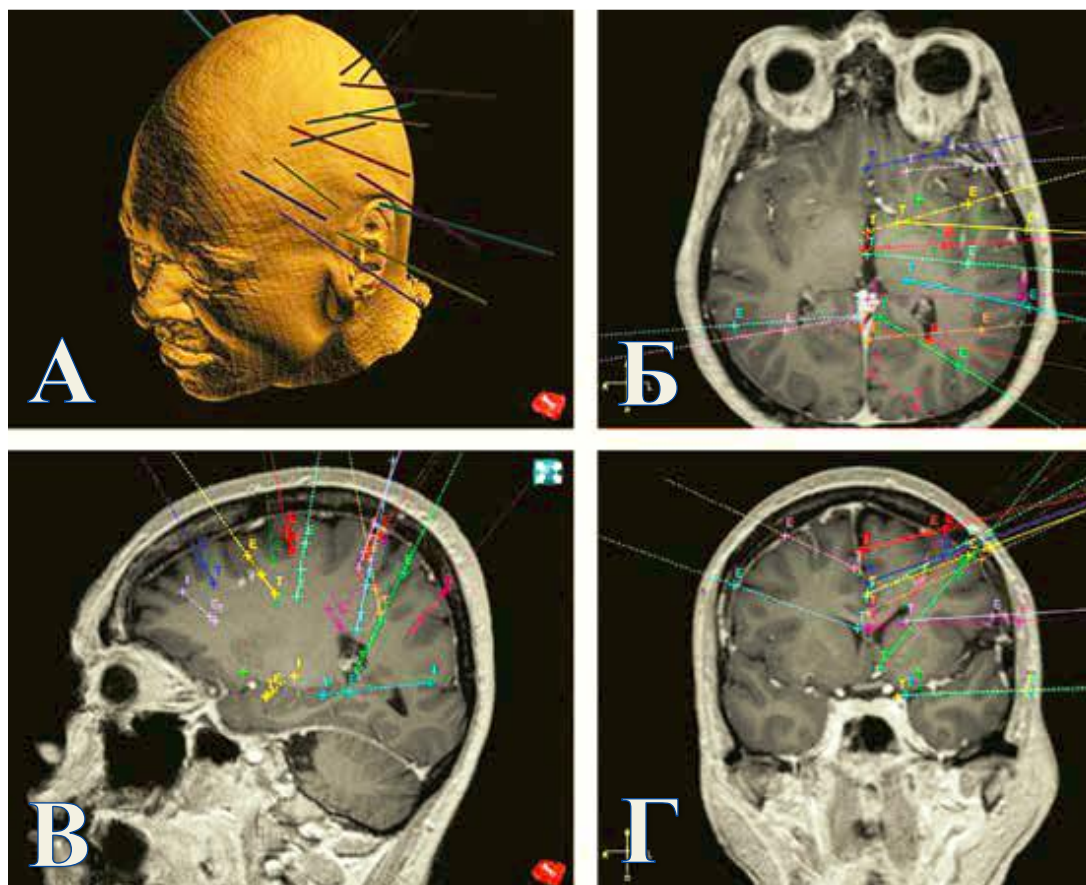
Построение траекторий имплантации 14 электродов для стерео-ЭЭГ мониторинга пациенту с фармакорезистентной МРТ-негативной эпилепсией с использованием роботизированной навигационной системы по данным МРТ: А – трехмерная реконструкция; Б – проекция планируемых электродов на аксиальный срез; В – проекция планируемых электродов на сагиттальный срез; Г – проекция планируемых электродов на фронтальный срез. По данным неинвазивных исследований предположено, что эпилептогенная зона может находиться в левой лобной доле. Для исключения распространения активности из теменной и височной долей по пучкам пропагации запланирована установка электродов в левые лобную, теменную и височную доли, а также правую теменную долю – учитывая возможность развития патологической электрической активности из противоположного полушария
